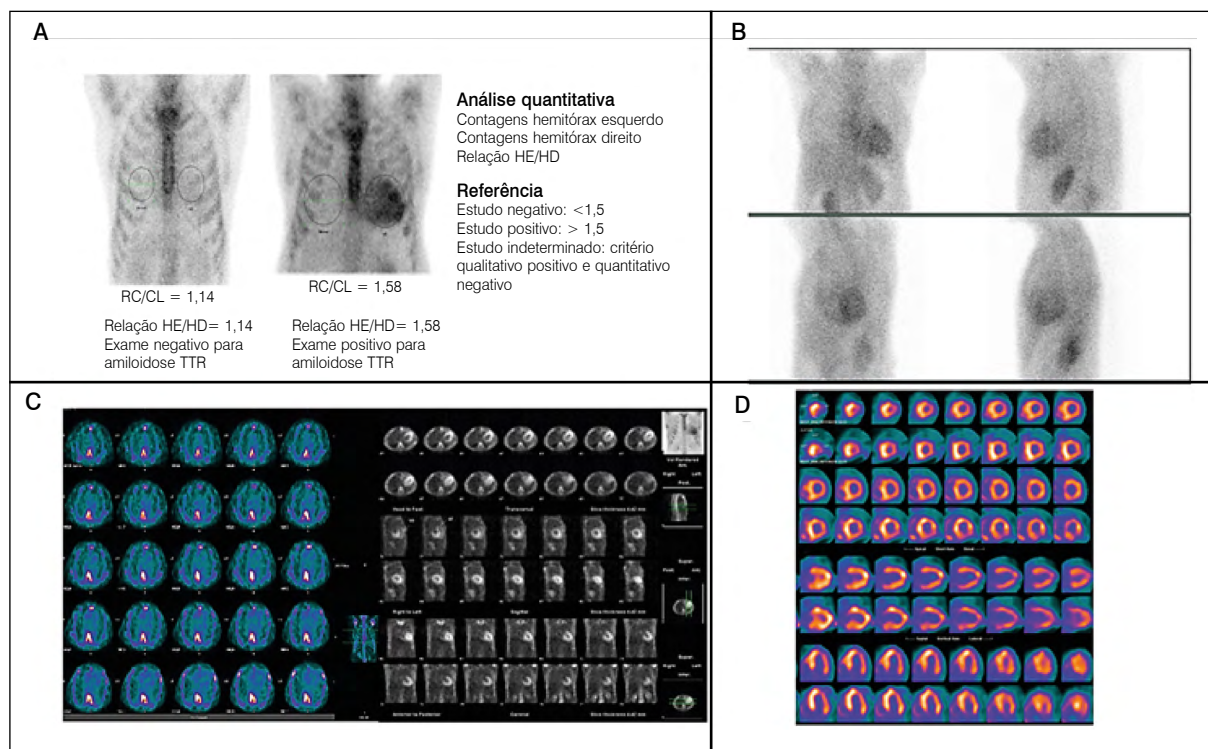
Imagens de uma hora. Análise relativa da concentração do radio traçador. B- Imagens localizadas de tórax nas projeções anterior, oblíqua anterior esquerda (OAE), oblíqua posterior esquerda (OPE) e lateral esquerda (LE). C- Imagens em SPECT (*single-photon emission tomography*) mostrando ausência de concentração do traçador à esquerda, e mostrando que a concentração se dá, de fato, na área cardíaca (à direita). D- Imagens em SPECT em equipamento com tecnologia Cadmio-Zinco-Telúrio (CZT). (Fonte: arquivo pessoal dos autores).
